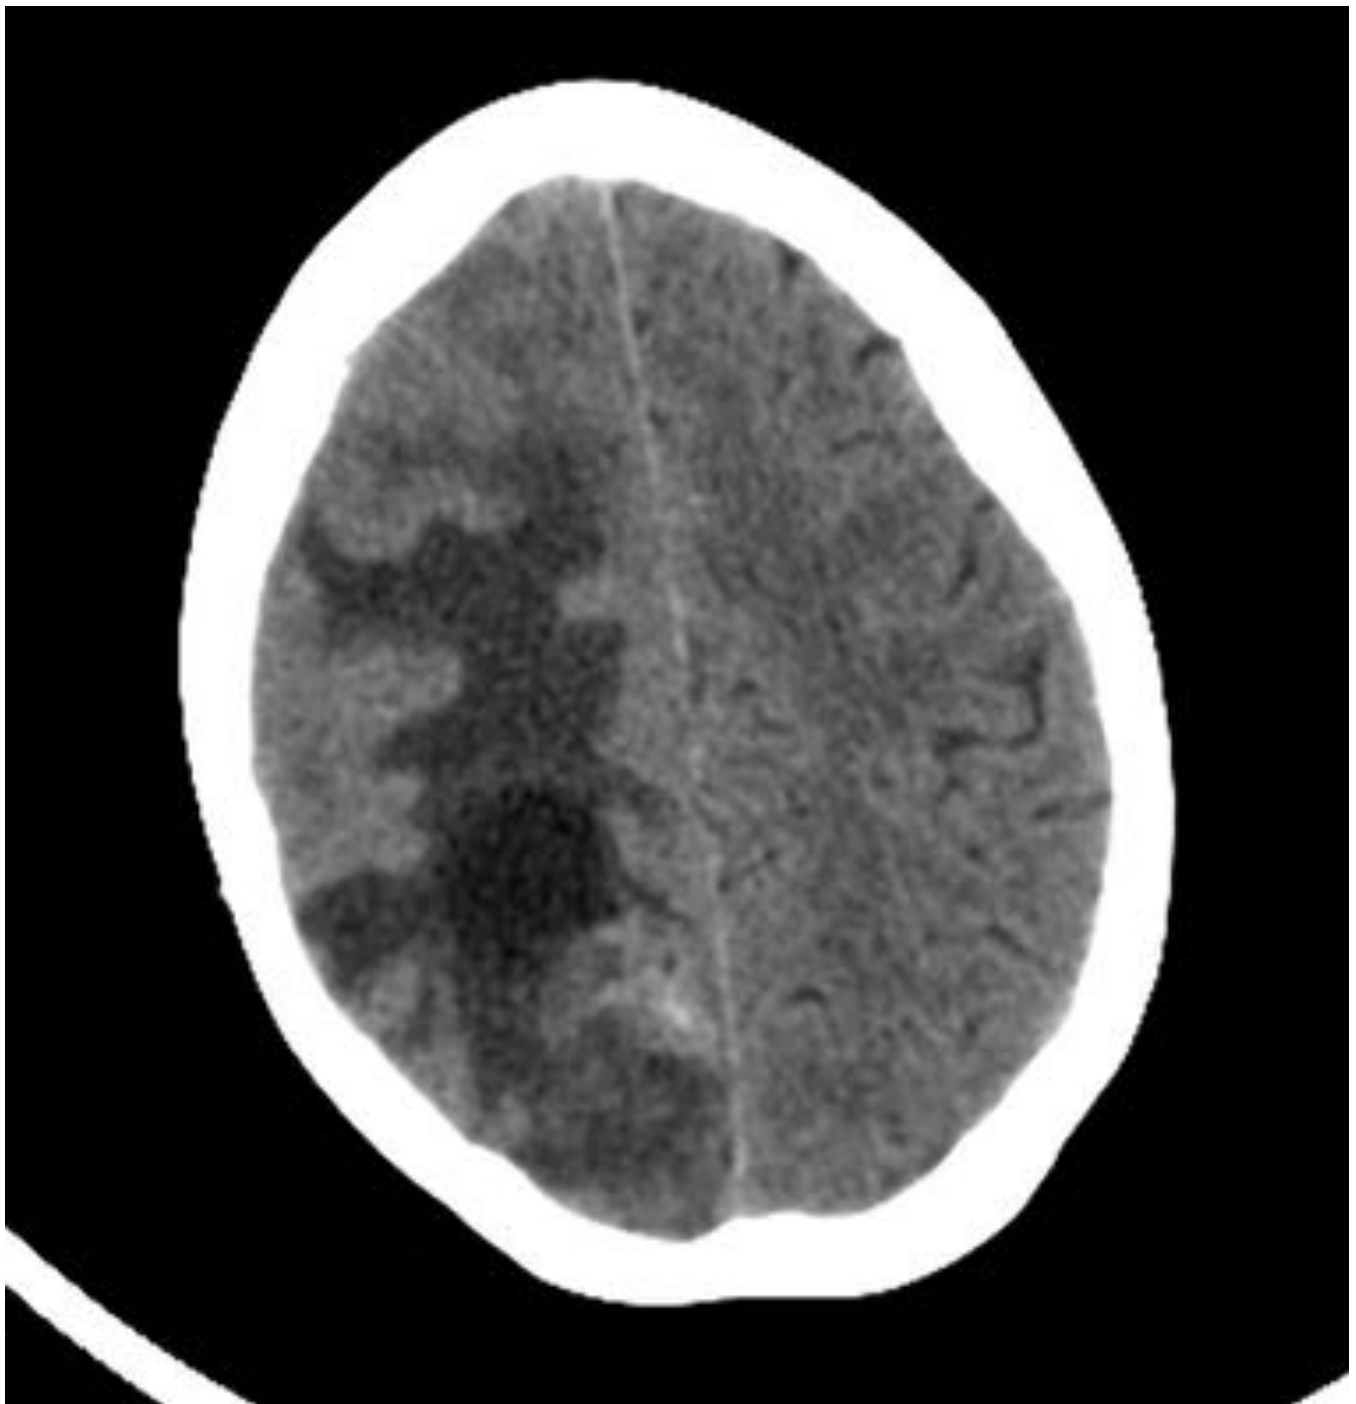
Imagen de TC sin contraste iv: Paciente con metástasis melanoma. LOE parietal derecha de unos 5 x 2,7 cm de diámetros axiales máximos con componente anterior hipodenso probablemente de naturaleza quística. Se acompaña de importante edema vasogénico.
